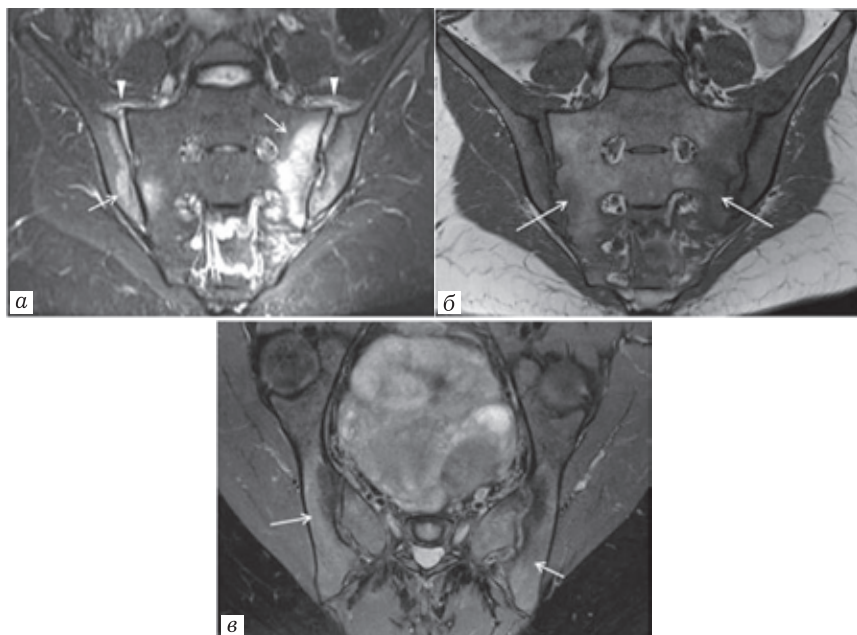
МРТ, воспалительные изменения КПС, активный процесс: *а* — корональная плоскость STIR-ВИ; *б* — корональная плоскость T1-ВИ; *в* — аксиальная плоскость Pd f-ВИ
